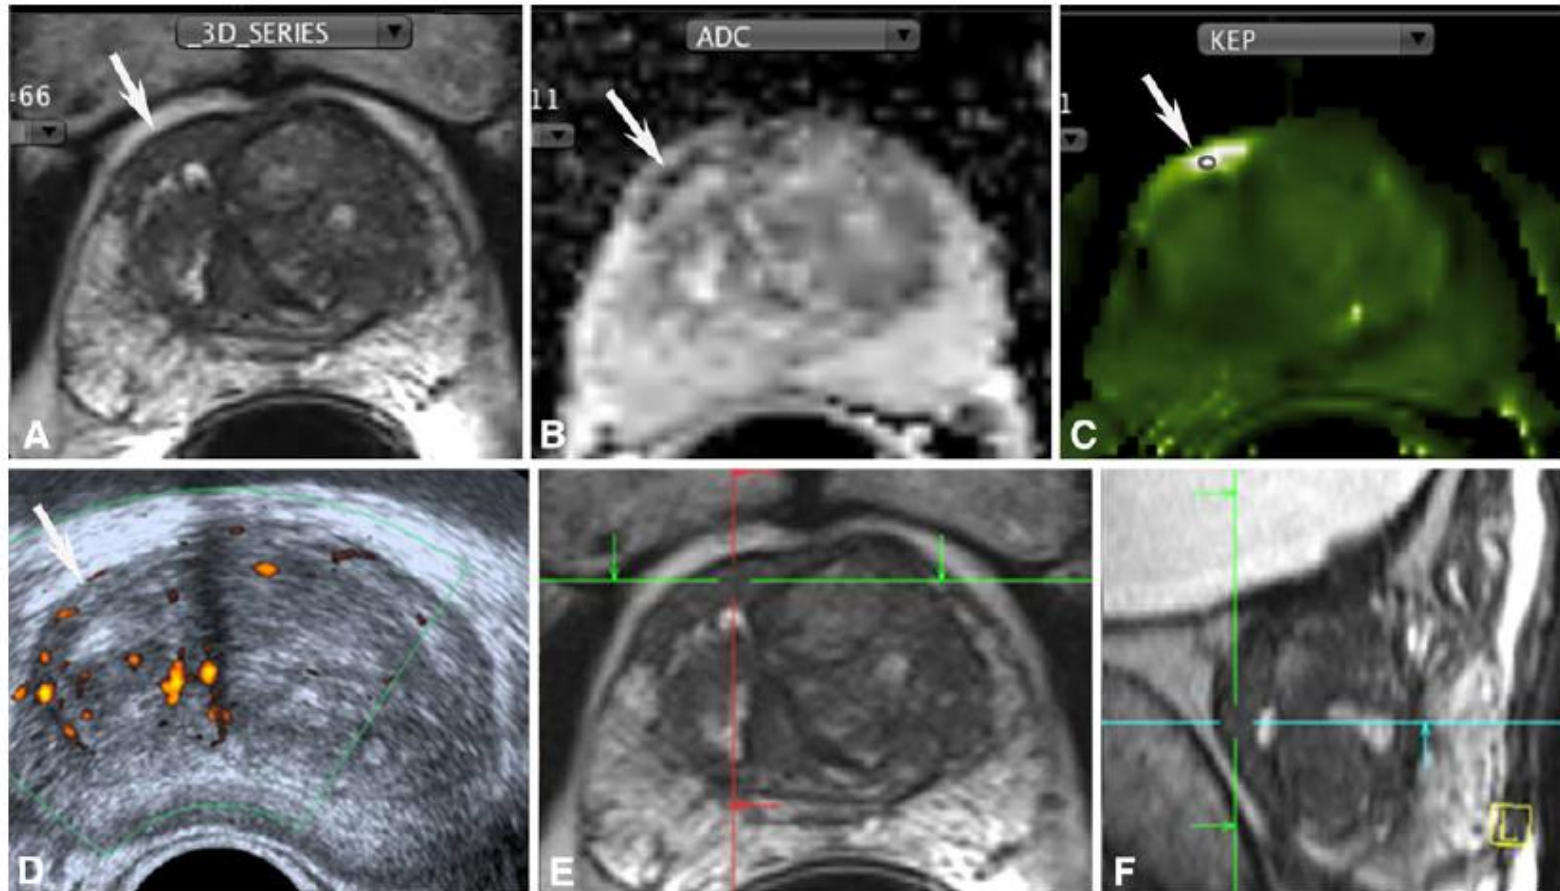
Cognitive image registration. 65-year-old man. Three series of negative biopsies. Raising PSA level (11 ng/mL). A–C mp-MRI. Low signal intensity in the anterior part of the PZ with low ADC value and hypervascularisation (arrow). D The target is not visible on TRUS (arrow). E, F Cross referencing image, allowing for a cognitive image registration before biopsy. Three out of four positive TB, Gleason score 7, longest Ca length on one core: 8 mm.
